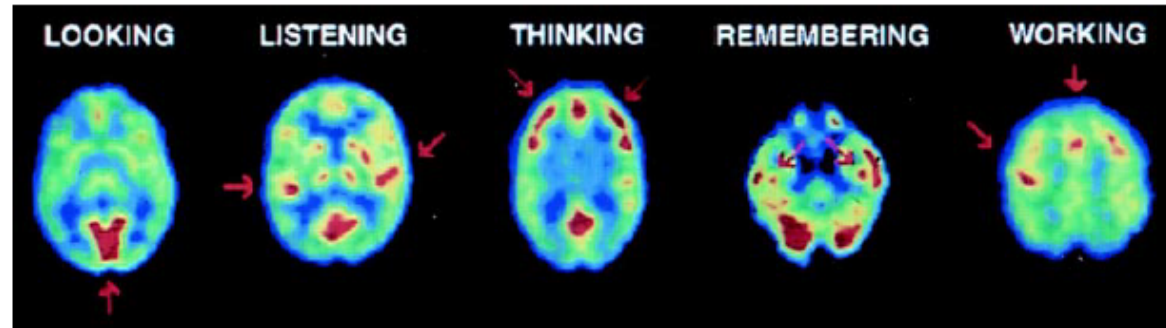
PET studies of glucose metabolism (by means of ^{18}F -FDG) to map human brain's response in performing different tasks. From Left to right:(LOOKING) Subjects looking at a visual scene activated visual cortex; (LISTENING) Listening to a mystery story with language and music activated left and right auditory cortices; (THINKING) Counting backwards from 100 by sevens activated frontal cortex; (REMEMBERING) Recalling previously learned objects activated hippocampus bilaterally; (WORKING) Touching thumb to fingers of right hand activated left motor cortex and supplementary motor system. Images are transaxial cross-sections of brain with front at top. Highest metabolic rates are in red, with lower values from yellow to blue (courtesy of Drs. Michael Phelps and John Mazziotta, UCLA School of Medicine, 2015).
